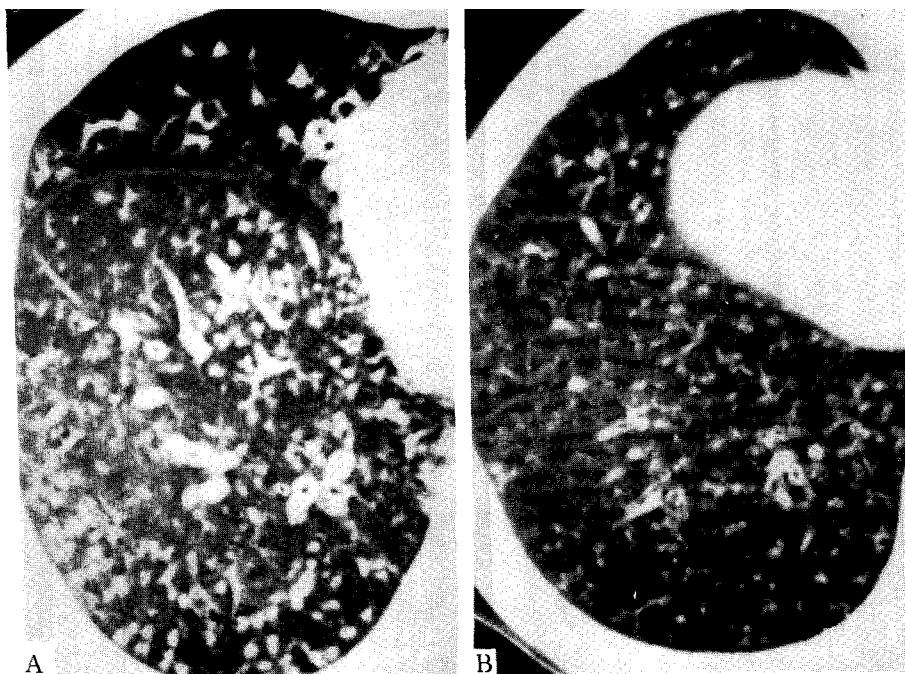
A High-resolution CT of the lung before treatment with EM, which shows centrilobular nodular and branching bronchiolar lesions associated with tubular bronchiectasis of medium and small sized bronchi. B. High-resolution CT 8 months after treatment with low-dose EM. Marked decrease in size and number of nodules, bronchiolar lesions, and improvement of tubular bronchiectatic lesions is noted.
